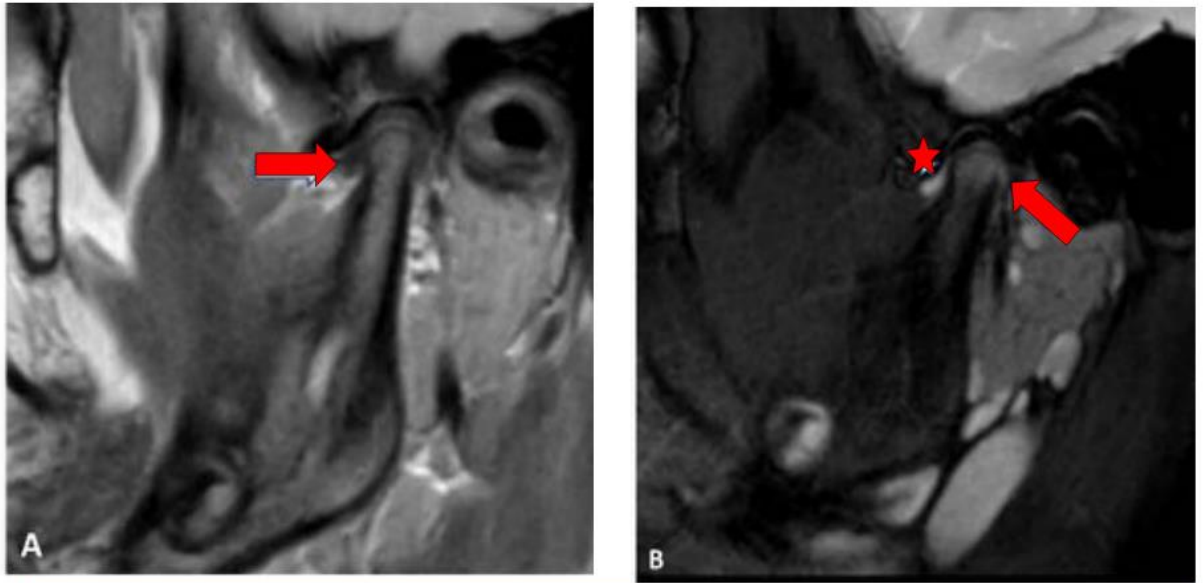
RM ATM derecha oblicua sagital 1,5T. Dolor sostenido de la ATM después de un traumatismo mandibular leve sin evidencia de fractura en la TC. (A) DP Posición de boca cerrada (B) T2 FS, muestra edema leve del cóndilo (flecha blanca) no evidente en la secuencia DP. También se observa una pequeña cantidad de derrame articular (estrella), ambos signos de contusión/micro fractura trabecular condilar (10)
